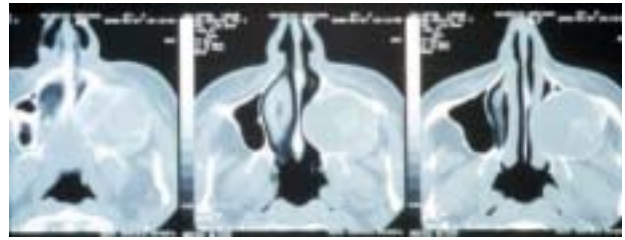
TC inicial, donde se observa una masa esférica, que se extiende desde el pilar canino o anterior hasta la apófisis pterigoides, que expande y adelgaza las corticales y en alguna zona las perfora. Es una imagen radiolúcida con elementos radiopacos en su interior.
